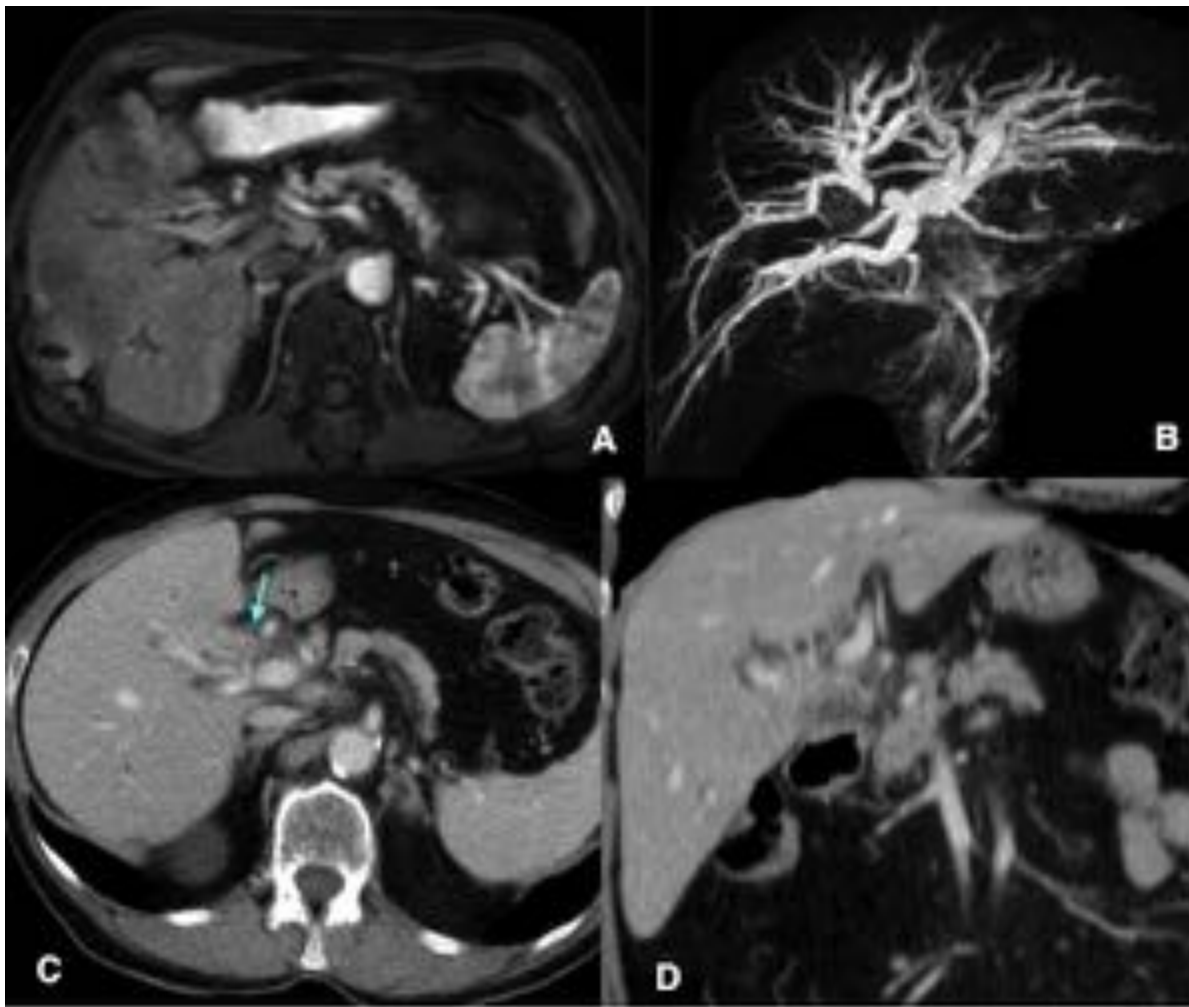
Tumor hilar Klatskin IV. A: T1-FS. Fase arterial. Masa de partes blandas en hilio hepático que engloba los vasos B: Dilatación de vía biliar intrahepática con stop a nivel de la extrahepática, con colédoco distal normal C: TC fase portal. Dilatación de vía biliar intrahepática con masa de partes blandas en hilio hepático que engloba los vasos y captación de la pared de la vía biliar. D: Reconstrucción coronal de TC masa de partes blandas en hilio hepático con captación de la pared del colédoco
